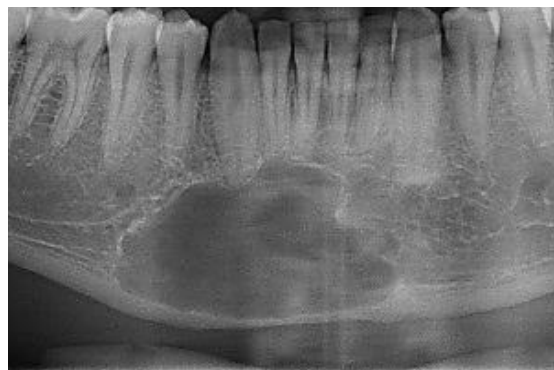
Radiografia Panorâmica em aumento evidenciando lesão radiolúcida em sínfise mandibular
